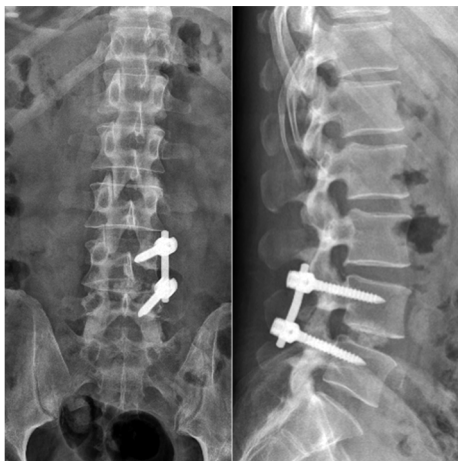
术后6个月腰椎X线片示内固定位置合适,椎间融合良好,椎间隙无明显下沉
